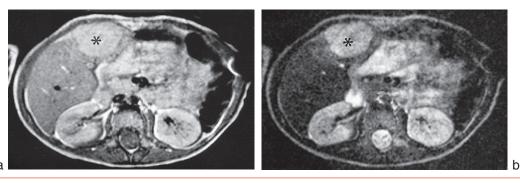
IRM en faveur d'un hépatoblastome. Source : *IRM*, par D. Doyon *et al.* 4° édition. Masson, Paris, 2004.
